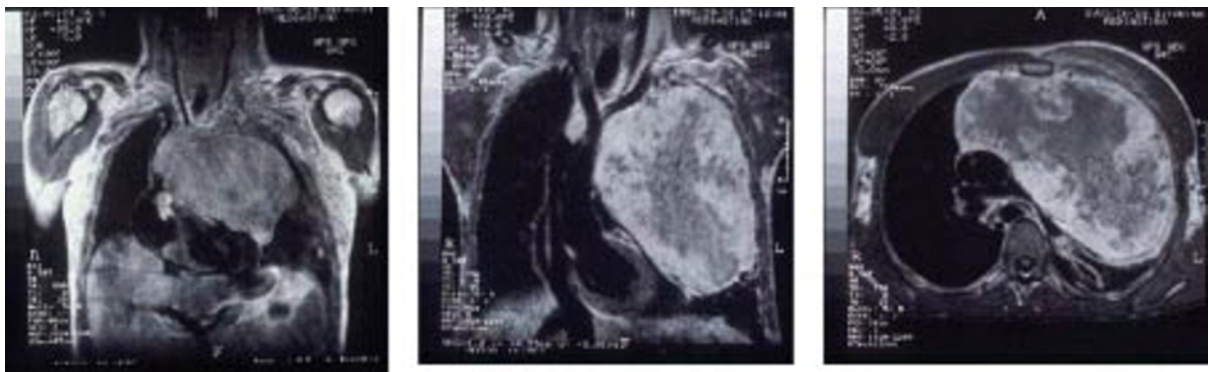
Ressonância magnética do tórax. Tumor germinativo maligno. Trombose da veia cava superior.
